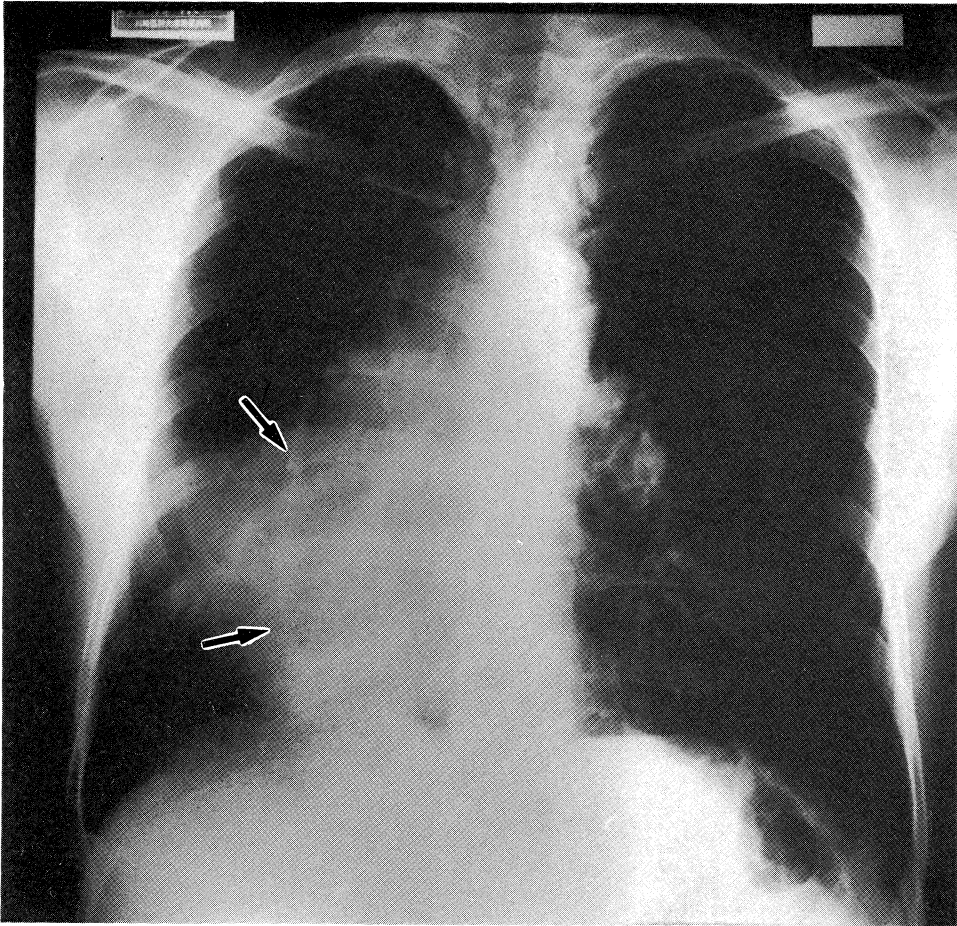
Chest X-ray film demonstrating displacement of the heart to the right and abnormal shadow considered to be anomalous pulmonary vein (Scimitar sign) (◄).
